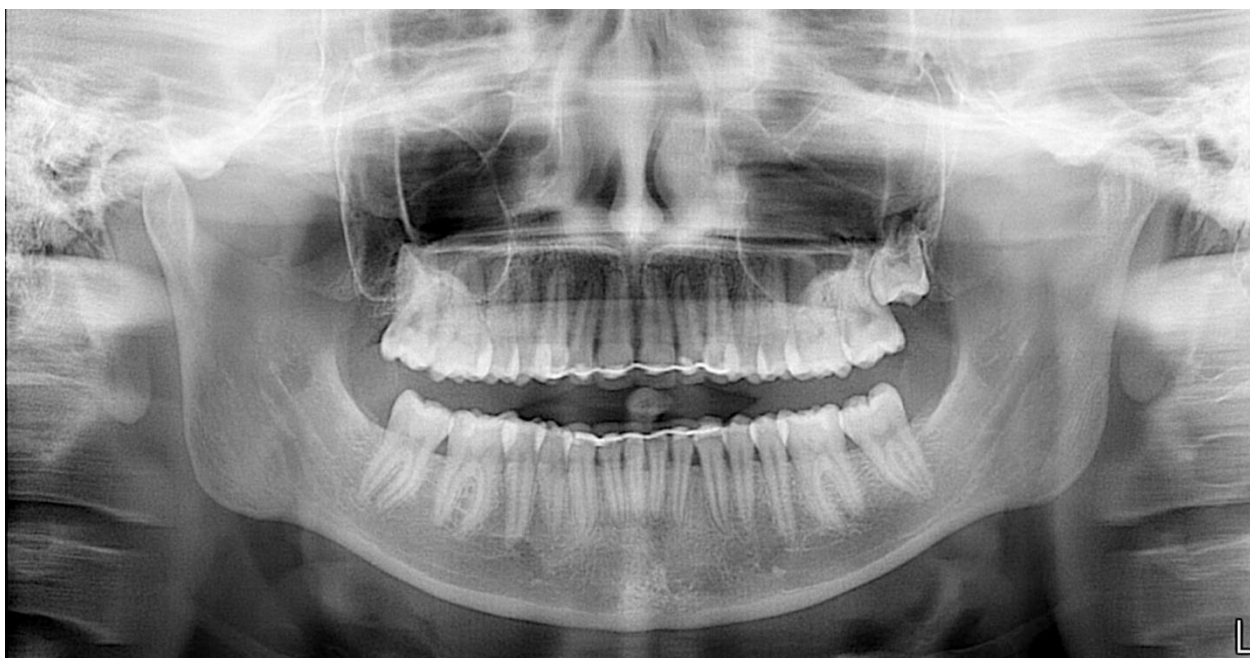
3. Типова ортопантомограма пацієнта КГ I
